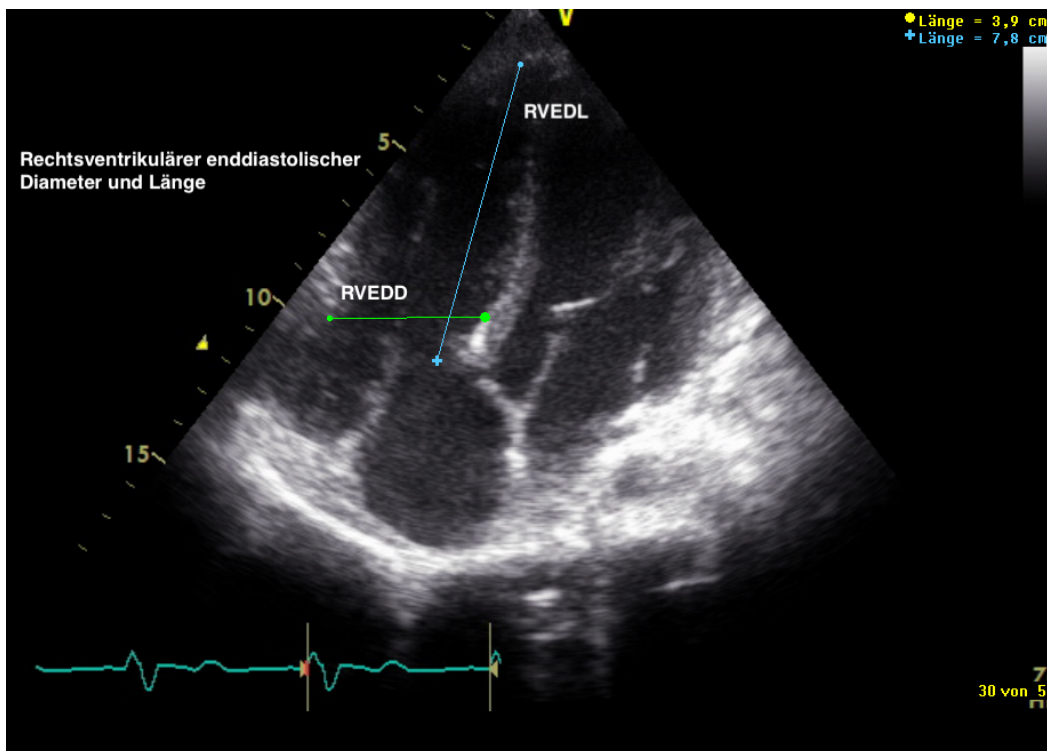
Echokardiographische Darstellung des rechtsventrikulären enddiastolischen Diameters und Länge
